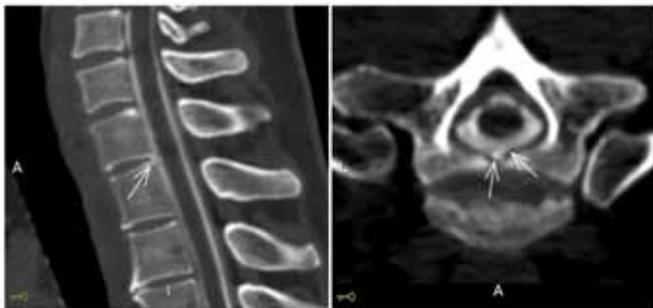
Mielotomografia computadorizada de colunas cervical e torácicas com extravasamento epidural do meio de contraste difundido para o espaço epidural nas aquisições mais tardias, desde C5 até T5.
